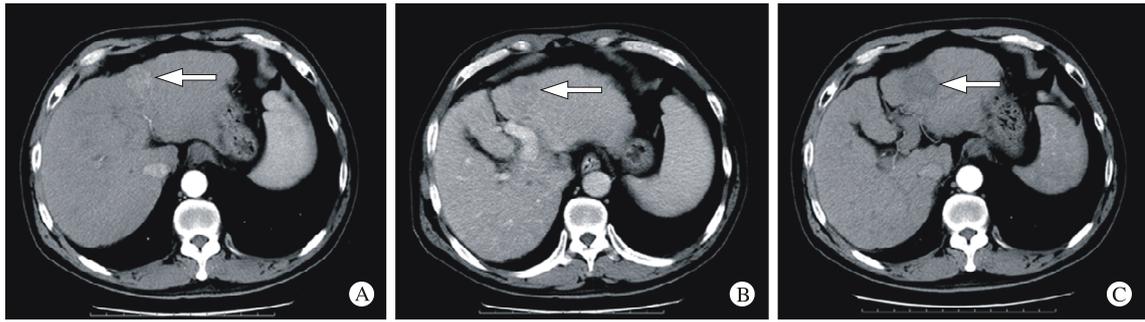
CT A: 动脉期病灶轻度强化; B: 门脉期病灶呈低密度; C: LRFA 后病灶完全坏死
